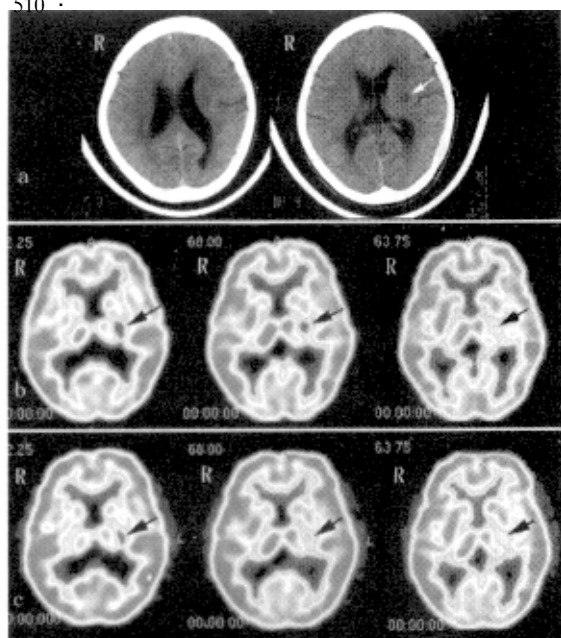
左内囊脑梗塞患者 CT 和 PET 影像
